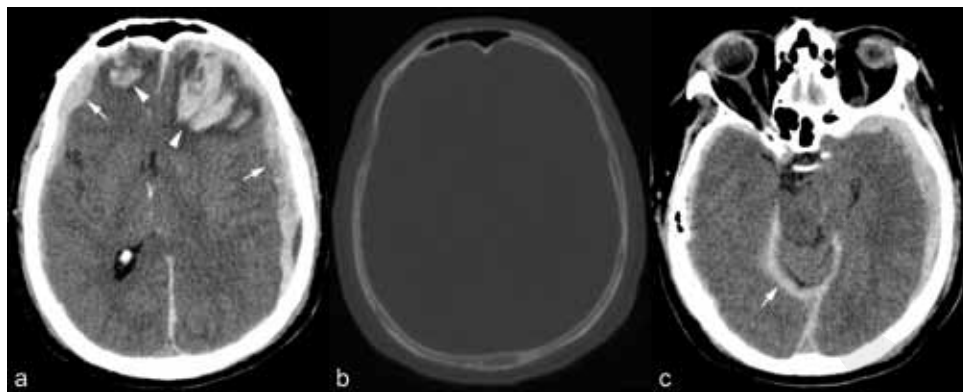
Hématomes sous-duraux post-traumatiques des deux convexités (flèches) et contusions hémorragiques parenchymateuses frontales bilatérales (têtes de flèche) sur CT natif (a). CT en fenêtre osseuse montre absence de fracture (b). Des coupes à un niveau inférieur montrent une extension des hématomes sous-duraux le long la faux du cerveau et la tente du cervelet des deux côtés (flèche en c).
